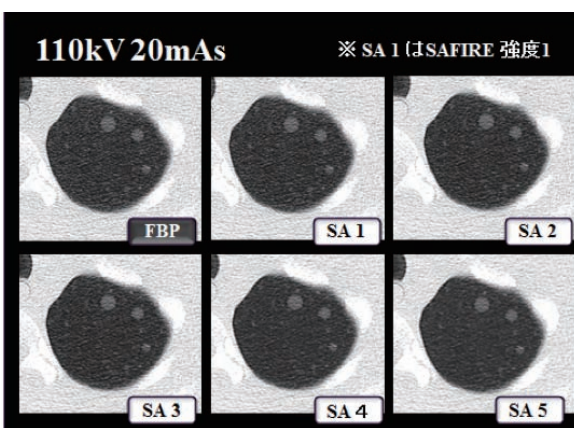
$\Delta$  CT値 = 270 HU
